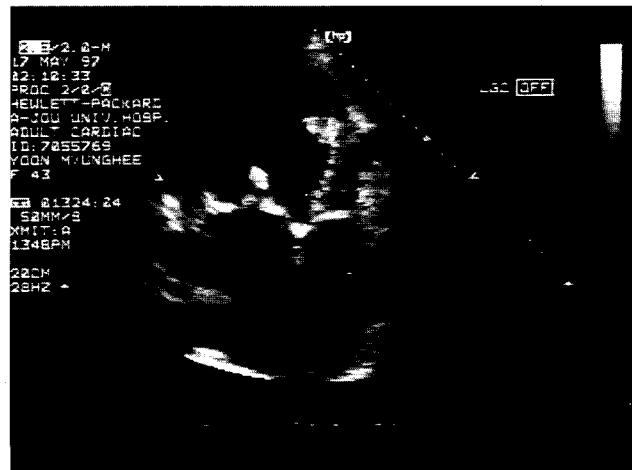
Preoperative Echocardiogram
